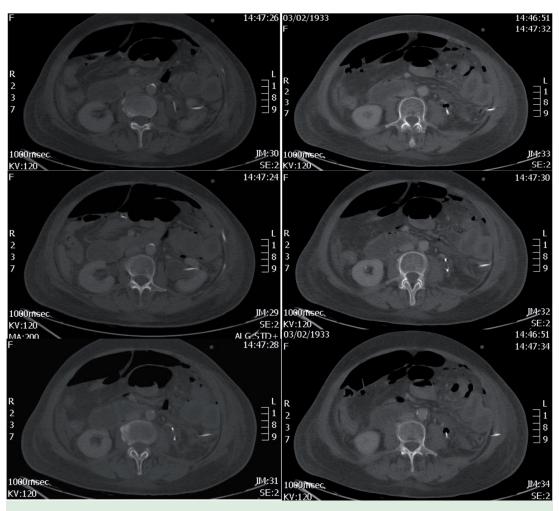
TC abdominopélvica con contraste donde se objetiva el trayecto de la nefrostomía percutánea izquierda y su paso transcolónico.
